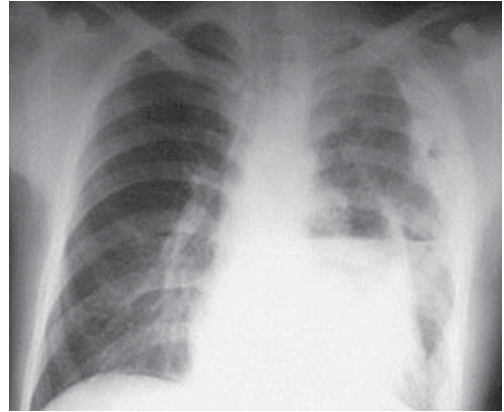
Рентгенограмма больного с пиопневмотораксом слева. Уровень жидкости расположен горизонтально.
